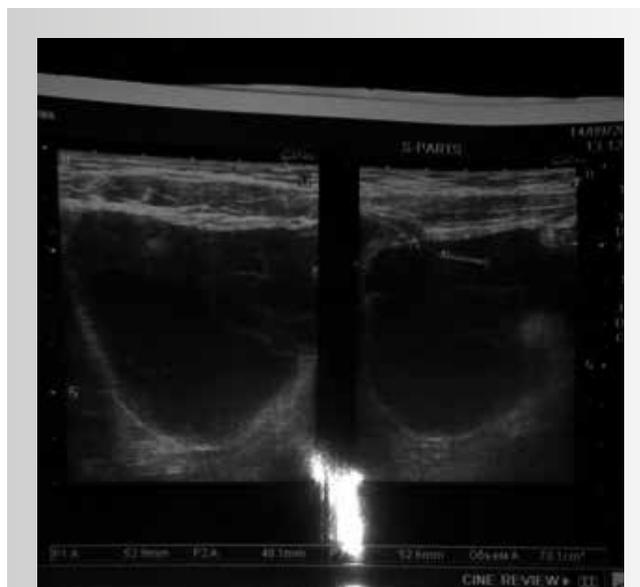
Больная Ш., 4 года. УЗИ брюшной полости: над мочевым пузырем визуализируется анэхогенное образование неправильной формы, с ровными контурами, 53×48×52 мм, имеющее перегородки, с тонкой капсулой без кровотока
